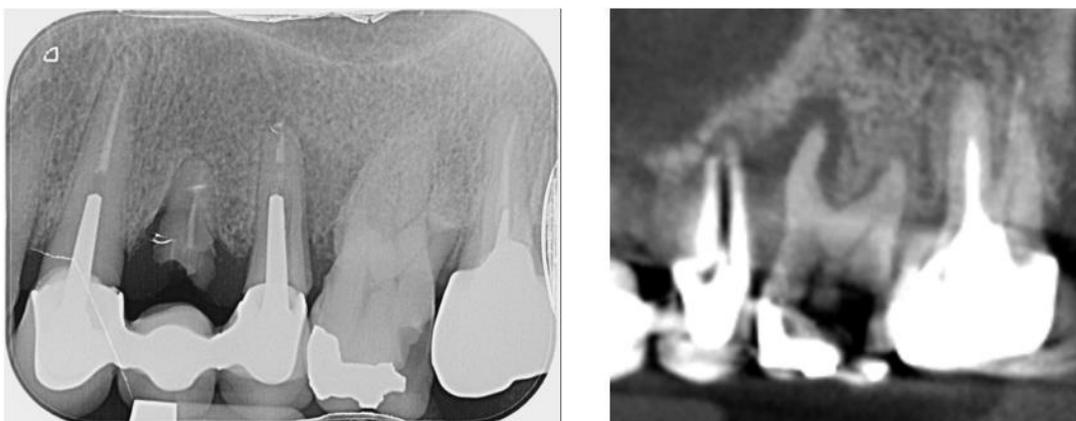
Lésion endo-parodontale sur la 26 d'après la radiographie 2D (à gauche) et 3D (à droite) (examens radiographiques du Dr CALVO)
